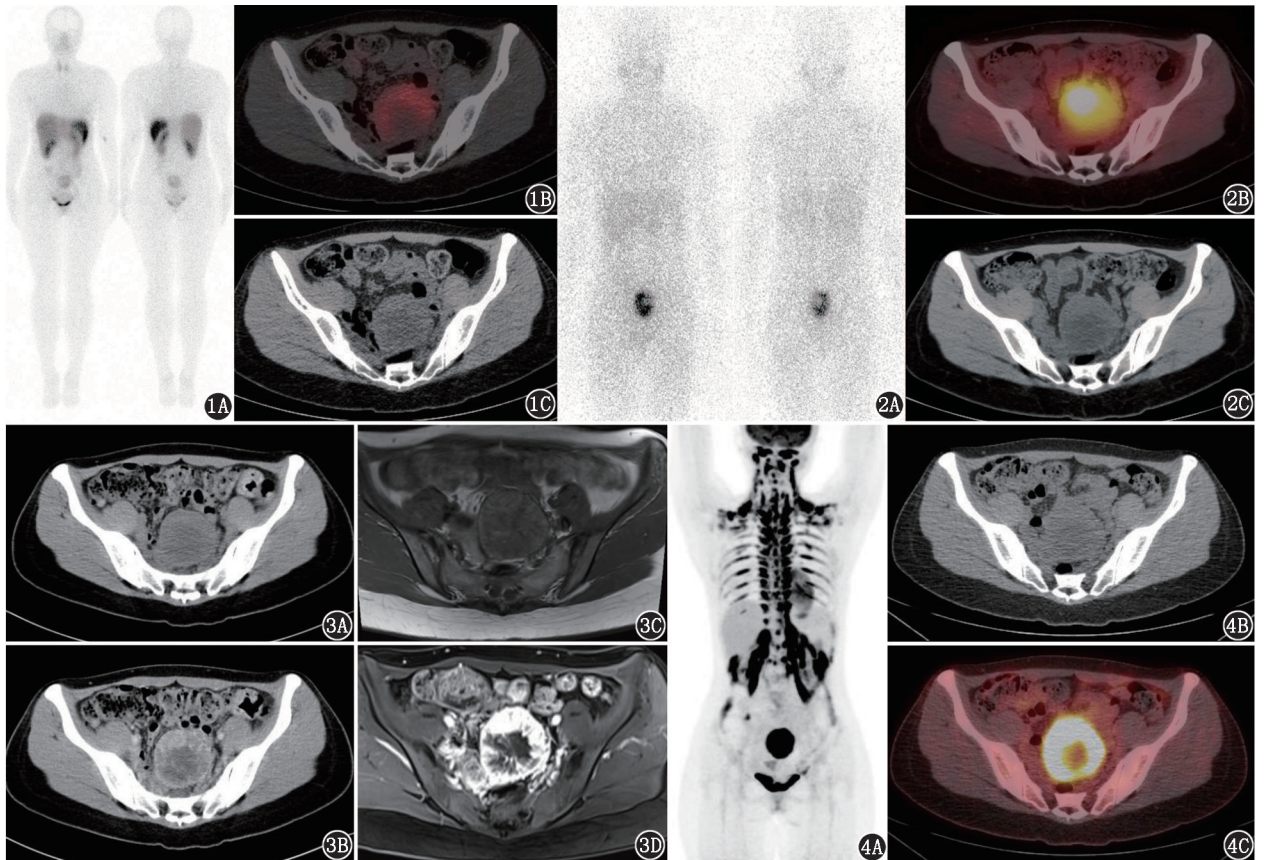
副神经节瘤患者(女,28岁)⁹⁹Tc^m-联胍尼克酰胺-酪氨酸 3-奥曲肽(HYNIC-TOC)生长抑素受体显像图。1A.平面显像见膀胱上方类圆形显像剂摄取增高灶;1B,1C. SPECT/CT 横断层图上见盆腔混杂密度占位,显像剂摄取不均匀增高 图 2 该患者¹³¹I-间碘苄胍(MIBG)肾上腺髓质显像图。2A.平面显像见盆腔类圆形病灶,显像剂摄取异常增高;2B,2C. SPECT/CT 横断层图上见盆腔占位,显像剂摄取异常增高 图 3 该患者盆腔增强 CT 及增强 MRI 图。3A.盆腔平扫 CT;3B.增强 CT;3C. MRI T₁ 加权成像;3D. MRI 增强扫描;均见盆腔肿瘤明显不均匀强化,内部有坏死区 图 4 该患者¹⁸F-FDG PET/CT 显像图。4A.最大密度投影(MIP)图示盆腔高代谢肿物,全身棕色脂肪组织代谢异常增高;4B,4C.横断层图上见盆腔肿物代谢不均匀增高
